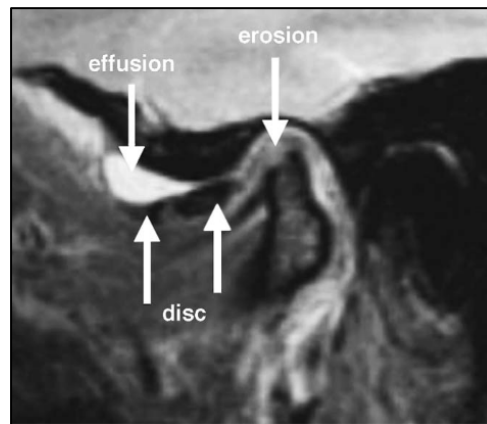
Estadio IV. Corte sagital, boca cerrada. se observa un adelantamiento discal, efusión en el compartimiento discal superior y erosión del cóndilo mandibular. Tomado de A. M. Whyte, D. McNamara, I. Rosenberg, A. W. Whyte: Magnetic resonance imaging in the evaluation of temporomandibular joint disc displacement—a review of 144 cases. *Int. J. Oral Maxillofac. Surg.* 2006; 35: 696–703.
